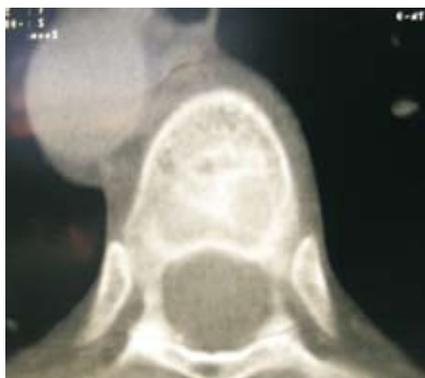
КТ-исследование Th8 позвонка больной Ч.
